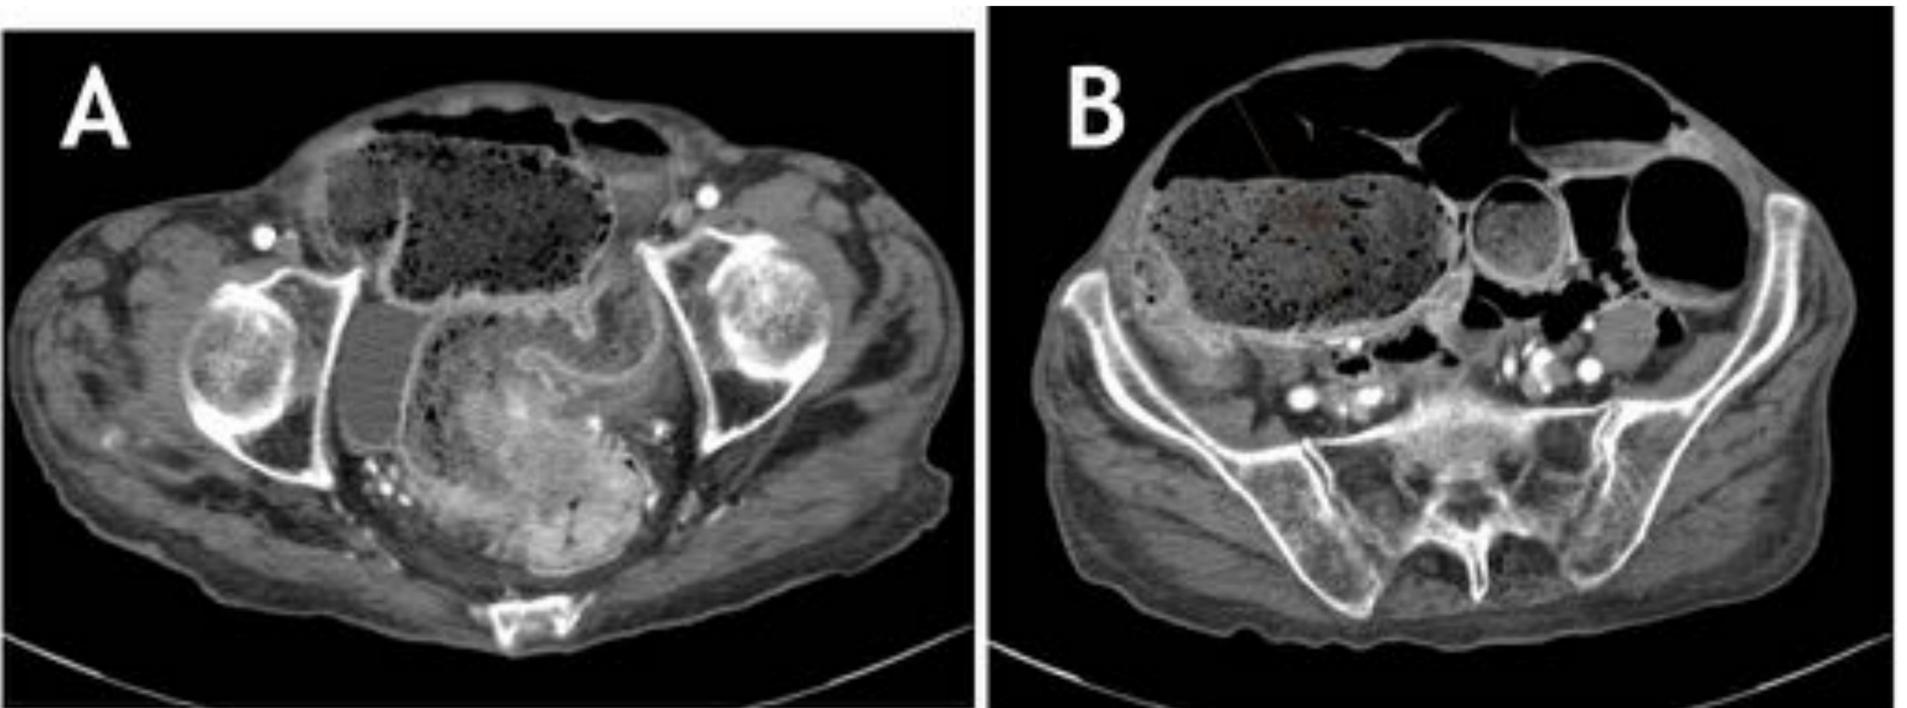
TC de mismo paciente, muestra masa heterogénea de aprox 73 mm, compatible con neoplasia, que extensa la luz del colon y produce una dilatación retrógrada de todas las asas, especialmente las colónica.
